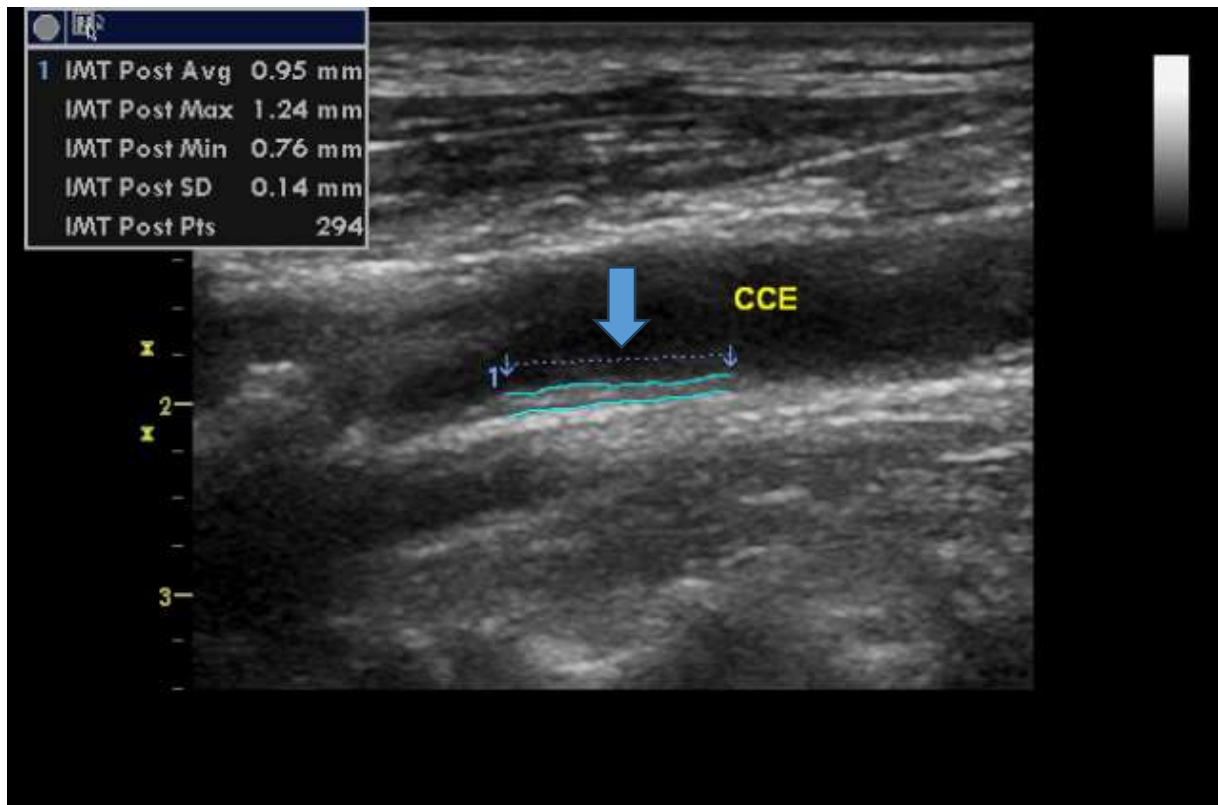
Ecodoppler da artéria carótida comum distal esquerda com medida da ECMI (vide seta).
